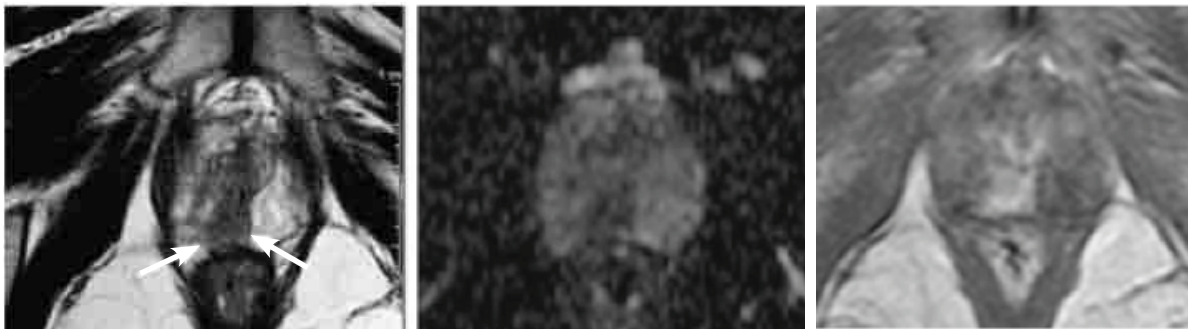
Cancer de la prostate de l'apex, postérieur et paramédian droit, avec une sémiologie typique en IRM avec un hyposignal en T2 (flèche), une restriction de la diffusion (cartographie ADC, image du milieu), et une prise de contraste précoce et intense (cliché de droite) [9].
